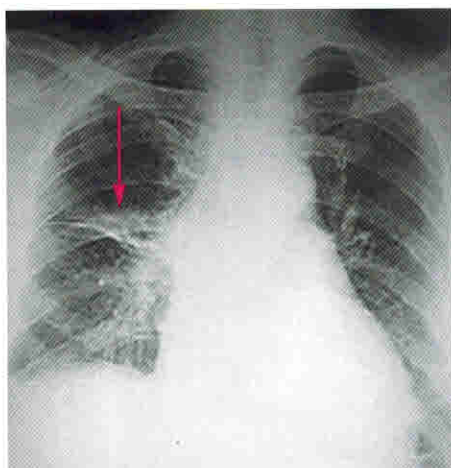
Рентгенография легких. Расширение корня правого легкого
